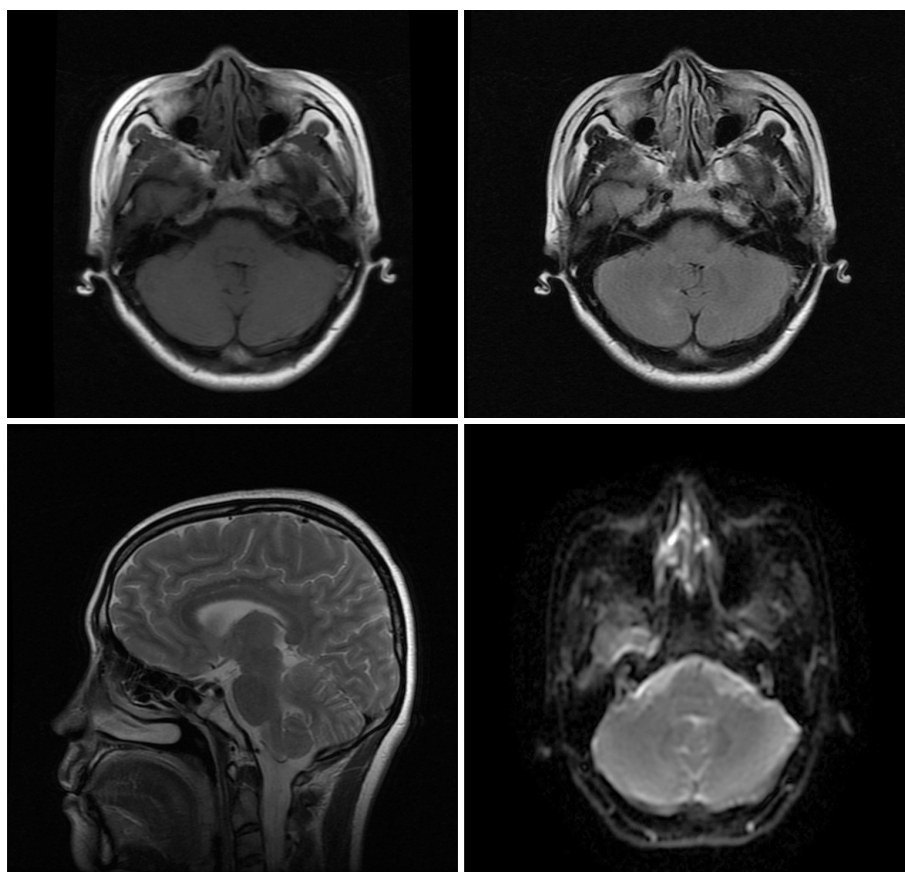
复查头颅MRI示T1 WI, T2 FLAIR, T2 WI及ADC序列均未见明显异常信号改变
